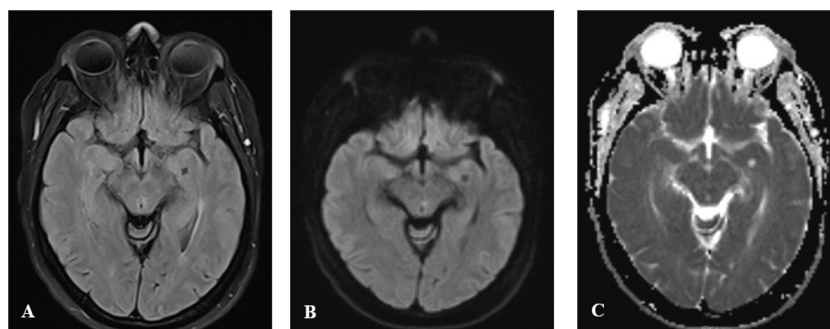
Corte axial de resonancia magnética cerebral que muestra lesión mesencefálica paramediana: hiperintensa en FLAIR (A) y B100 (B), con correspondiente hipointensidad en ADC (C).
